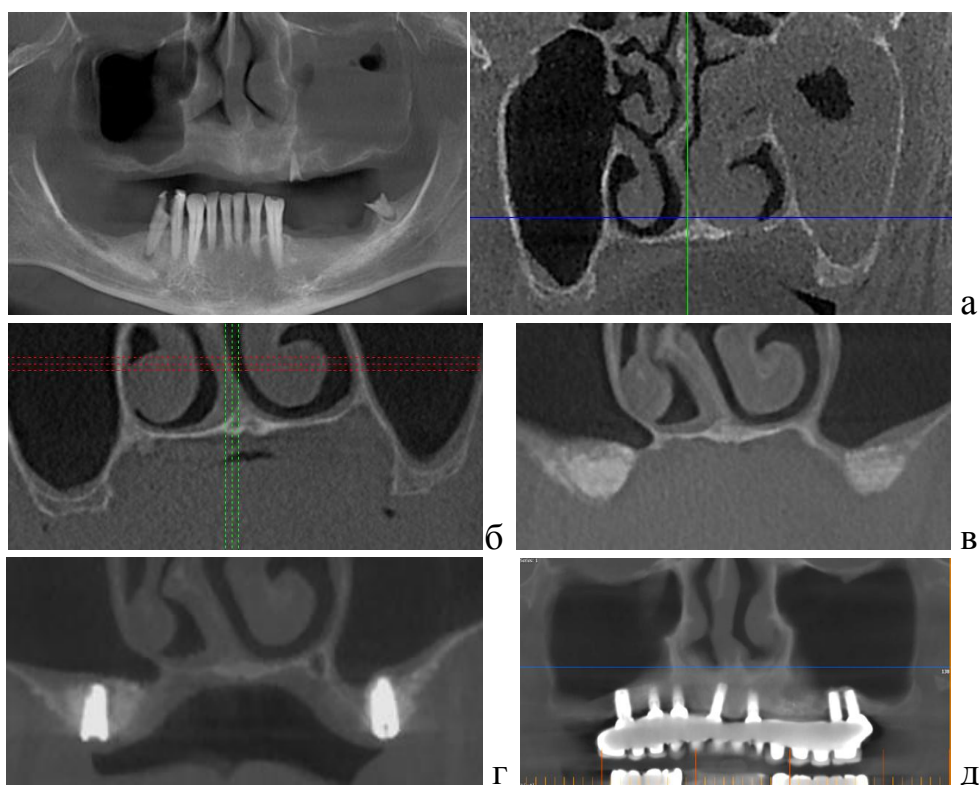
Конусно-лучевая компьютерная томограмма челюстей пациента с левосторонним одонтогенным верхнечелюстным синуситом: а - на первом этапе исследования (показатели ЛИГ СОВЧС: CD4 – 3,21, CD8 – 3,52); б – на втором этапе исследования (показатели ЛИГ СОВЧС: CD4 – 1,59, CD8 – 0,98); в – на третьем этапе исследования (показатели ЛИГ СОВЧС: CD4 – 2,14, CD8 – 1,87); г – на четвертом этапе исследования (показатели ЛИГ СОВЧС: CD4 – 1,94, CD8 – 1,25); д – отдаленный результат – 6 лет после протезирования с опорой на дентальные имплантаты
